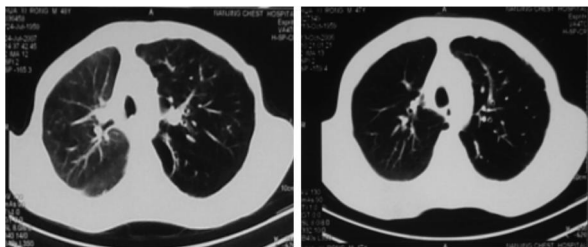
左为移植后2年胸部CT, 右为移植后近4年胸部CT, 与左图比较, 左肺野增大, 气肿加重
